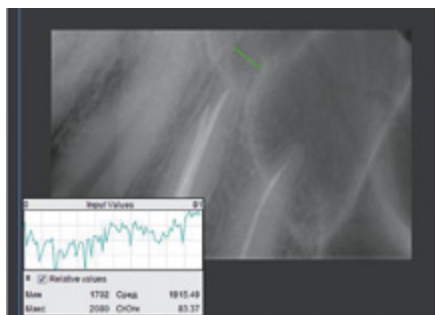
Копия рентгенограммы пациентки Н., 35 лет. Диагноз: хронический апикальный периодонтит 24. Контрольная группа. Через 3 месяца после лечения. Индекс Хаунсфилда составлял 1915.49
